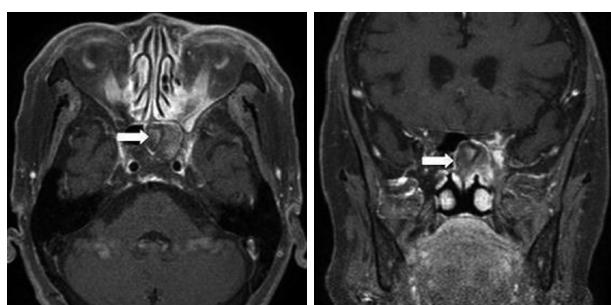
Preoperative magnetic resonance imaging shows expansive lesion with heterogenous soft tissue density occupying left sphenoid sinus (white arrow). Inflammatory and edematous change is seen in left orbital apex area.
